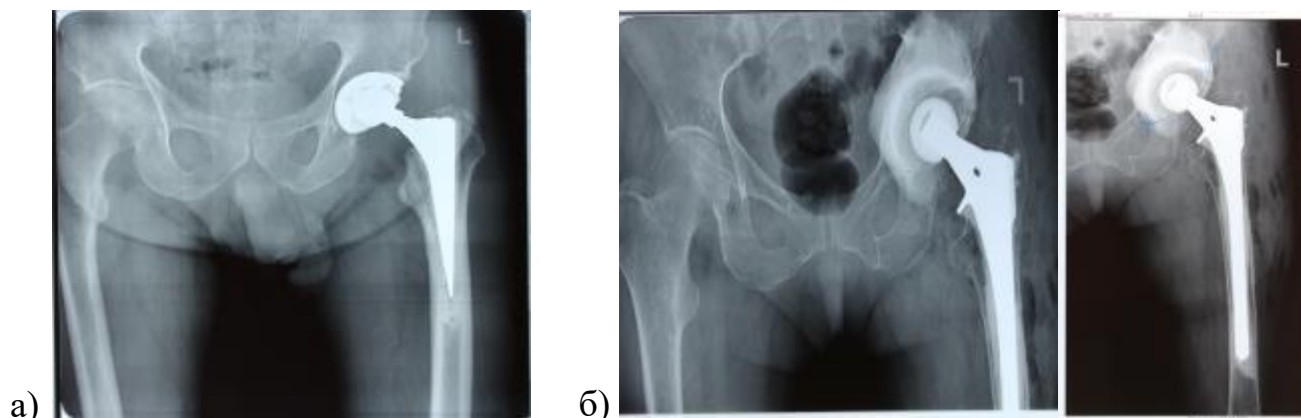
Предоперационные рентгенограммы пациентов с равномерными типами костных дефектов: а) Дефекты 1 ВВ и 1 БК по W.Paprosky, соответствующие дефекту типа S; б) Дефекты 3В ВВ и 3В БК по W.Paprosky, соответствующие дефекту типа L.
